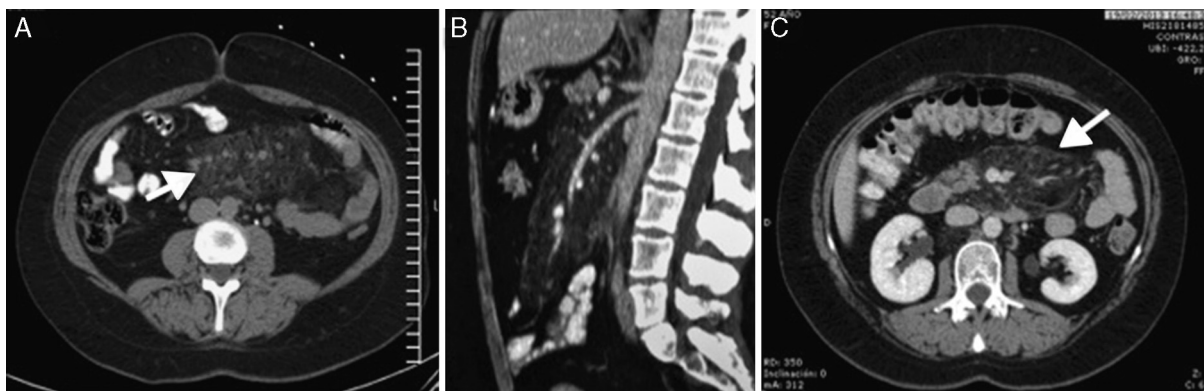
A) TC abdominal inicial, visión transversal con aumento de la densidad y el grosor del tejido adiposo mesentérico (flecha). B) TC abdominal inicial, visión sagital. C) TC abdominal de control 3 años después, donde no se observa clara disminución de la densidad ni el grosor de la grasa mesentérica (flecha).
